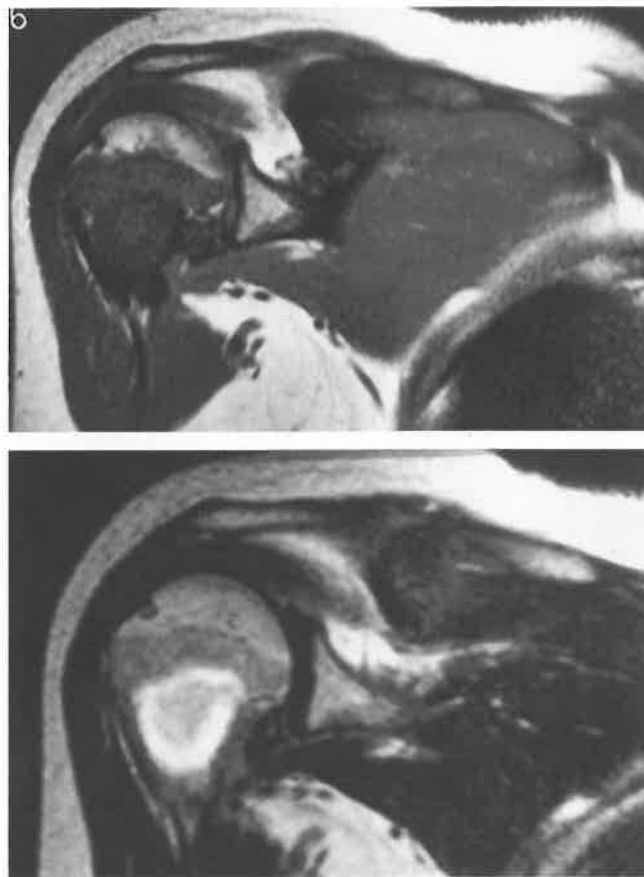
(a) MRT bei 0,5 Tesla; in der T₁-Gewichtung (SE: TR 525 ms, TE 17 ms) Signalabsenkung des proximalen linken Humerus unter Aussparung der Humeruskalotte. (b) MRT bei 0,5 Tesla; in der T₂-Gewichtung (TSE: TR 3365 ms, TE 120 ms) mäßig erhöhtes Signal mit signalreichem Randsaum.
